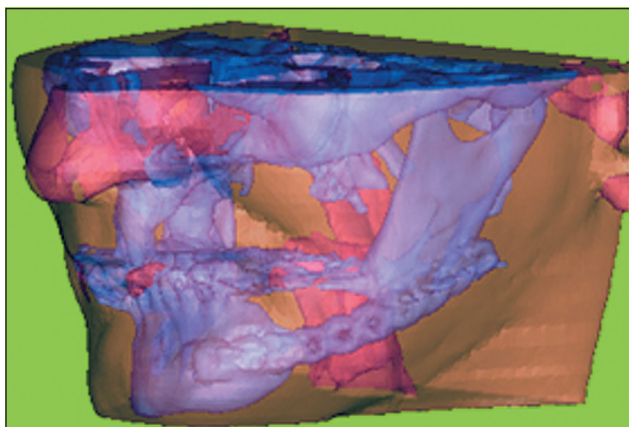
Фото лицевой части пациента К. после контрольной томографии
